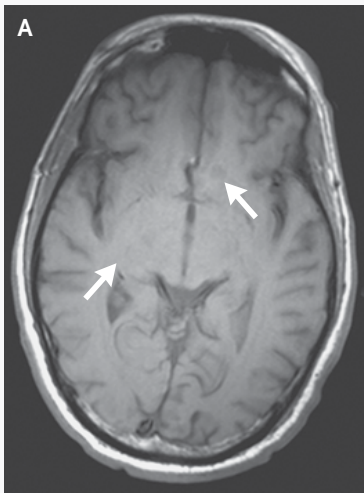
MRI Scans of the Brain.
